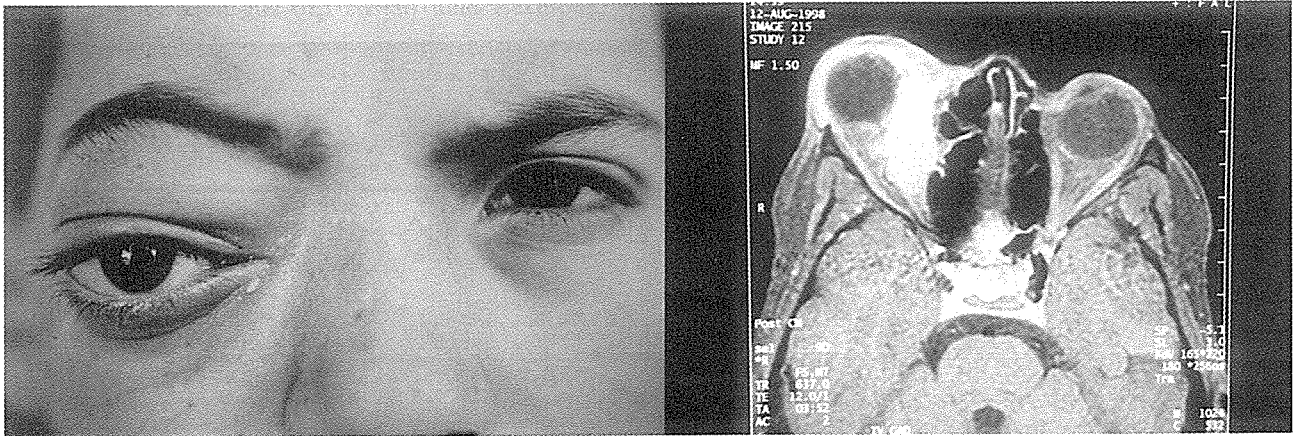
Myozit nedeni ile proptozis hem mdikal rektus kasında hemde tenonda geniřleme olan olgumuzun klinik fotođrafı ve Aksiyel CT'si izleniyor.
